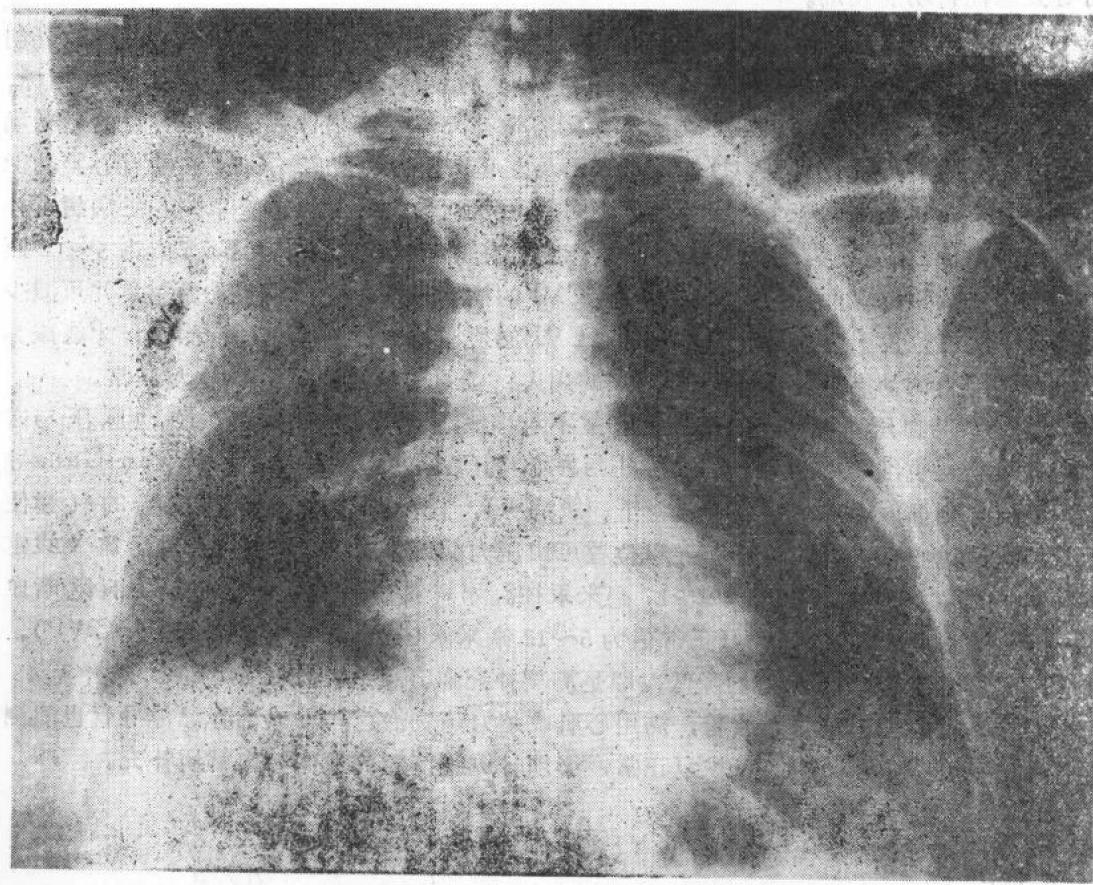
·2 漂浮导管(Swan-Ganz 导管)位置的X线摄片
